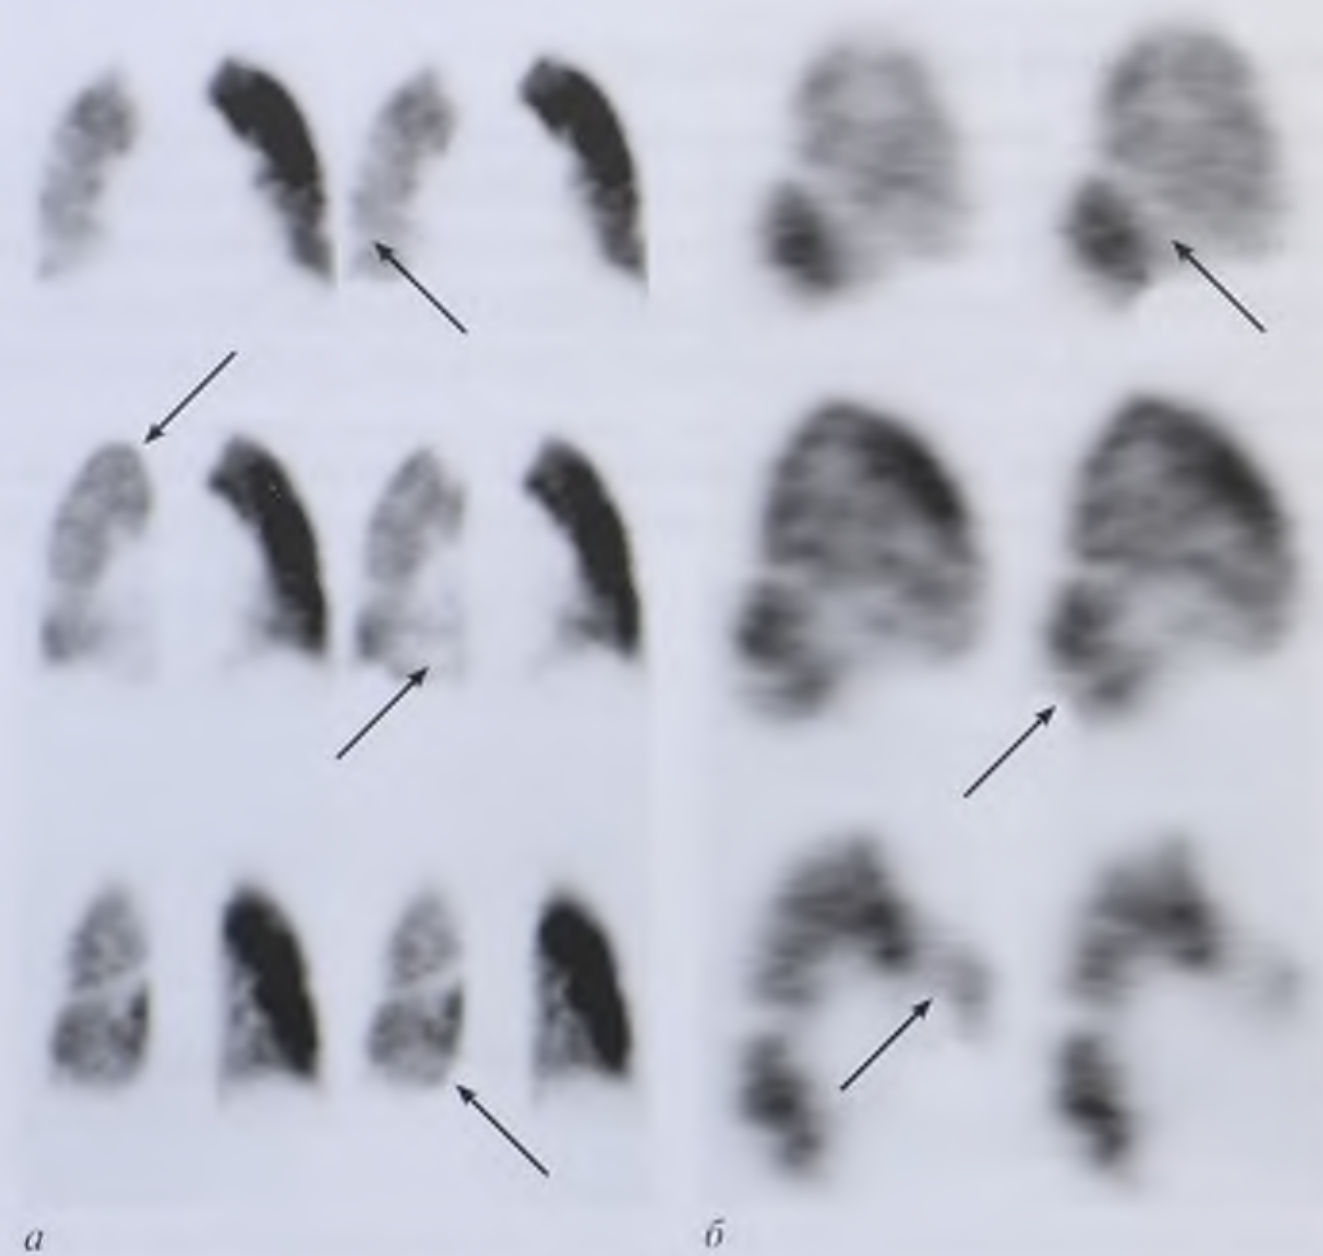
Серии однофотонных эмиссионных компьютерных томограмм легких во фронтальной (а) и сагиттальной (б) плоскостях. Тромбоэмболия легочной артерии (стрелки)
